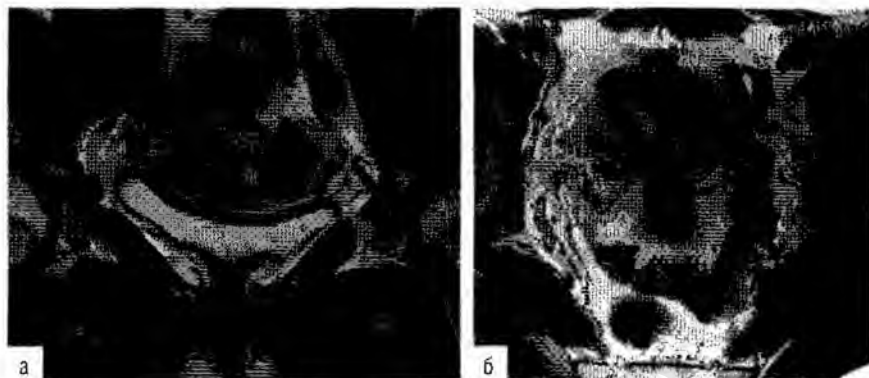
МРТ. T2-взвешенное изображение двурогой матки в коронарной (а) и аксиальной (б) плоскости.
